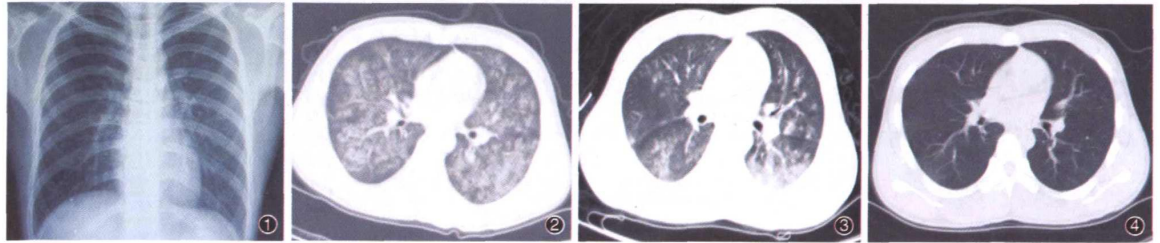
2009年11月22日X线胸片示患者双肺清晰，无明显异常 图2 2009年11月23日CT示患者双肺弥漫“毛玻璃”样改变 图3 2009年11月24日CT示患者肺部病灶较前有明显吸收 图4 2009年11月28日CT示患者肺部病灶完全吸收
